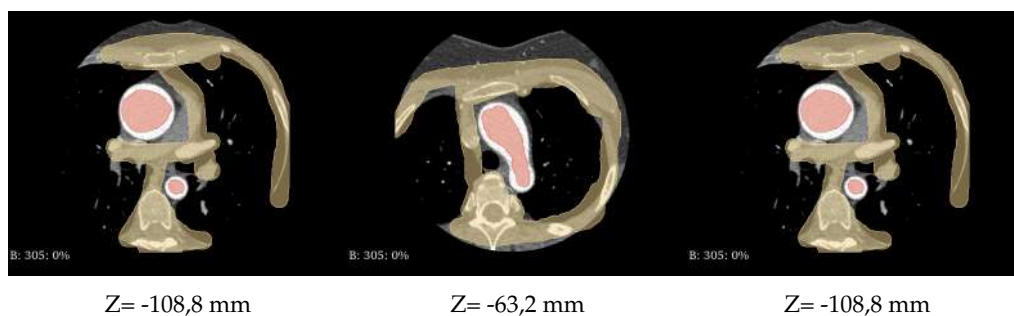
Visualização de três regiões da aorta na TC do paciente piloto para três cotas distintas.
